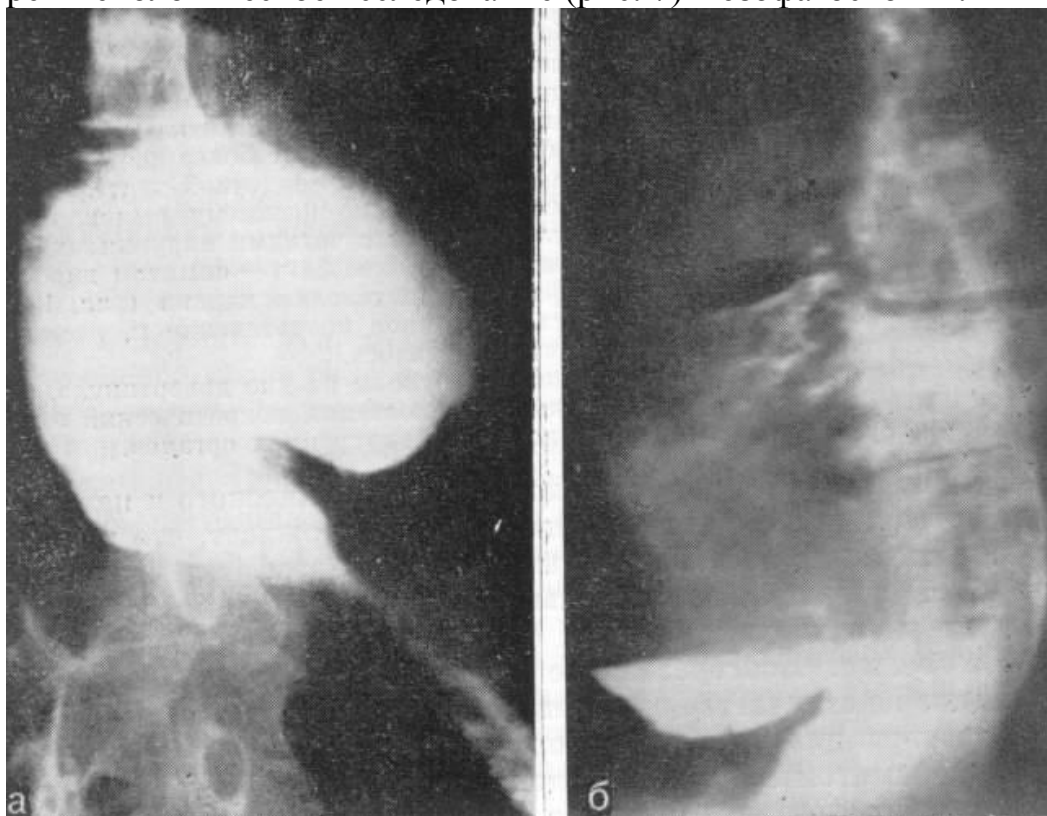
Рентгенограмма. Приобретенный эпифренальный дивертикул и симптоматическая ахалазия кардии. А – передняя; б – боковая проекция.
